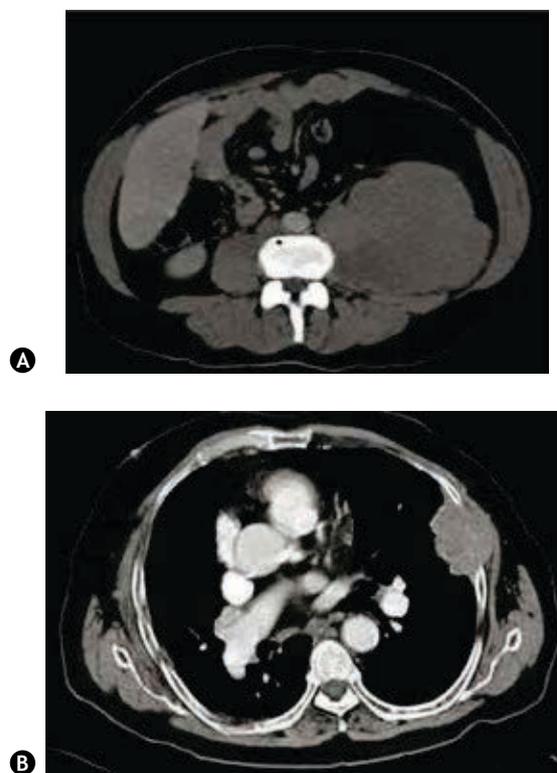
A) Cortes axiales de tomografía con neoformación de retroperitoneo que involucra el psoas izquierdo accesible por ultrasonido. B) Lesión heterogénea en parrilla costal izquierda, accesible por ultrasonido.
